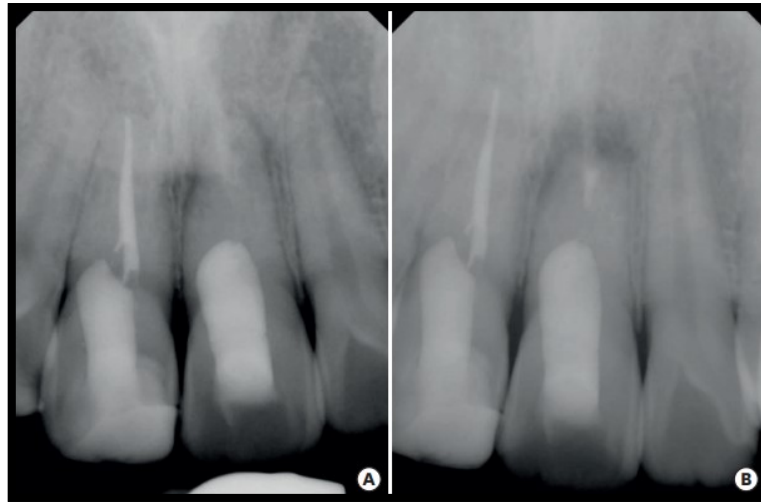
(A) Radiografia periapical pré e (B) pós-operatória mostrando obturações radiculares com agregado de trióxido mineral (MTA). Adaptado de: Kim et. al., 2019.
